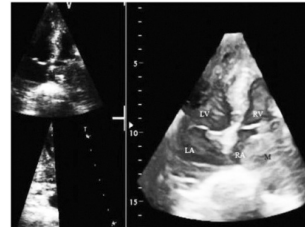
Real-time three-dimensional echocardiography showing a huge mass.
